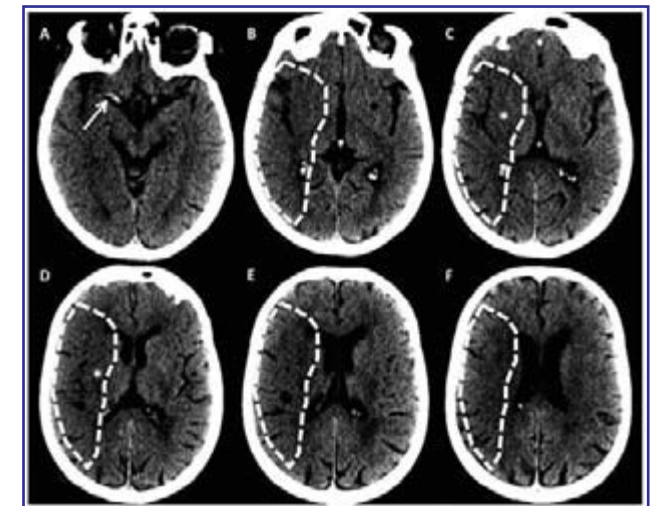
TC s/c en ACVi hiperagudo. Imágenes de TC s/c seleccionadas (A-E) de estudio realizado en paciente de 63 años con hemiplejía izquierda de instalación brusca de 2 horas de evolución. En A se identifica el signo de la arteria cerebral media hiperdensa (→) que indica una oclusión proximal en el segmento M1 de dicha arteria. En el resto de las imágenes se identifican signos precoces de isquemia en el territorio de la arteria mencionada: borramiento del núcleo lenticular (*) y pérdida de diferenciación sustancia gris/blanca extensa (área punteada). Dada la extensión del área comprometida con un score de ASPECTS menor a 7 se excluye a la paciente de terapia de reperfusión.
